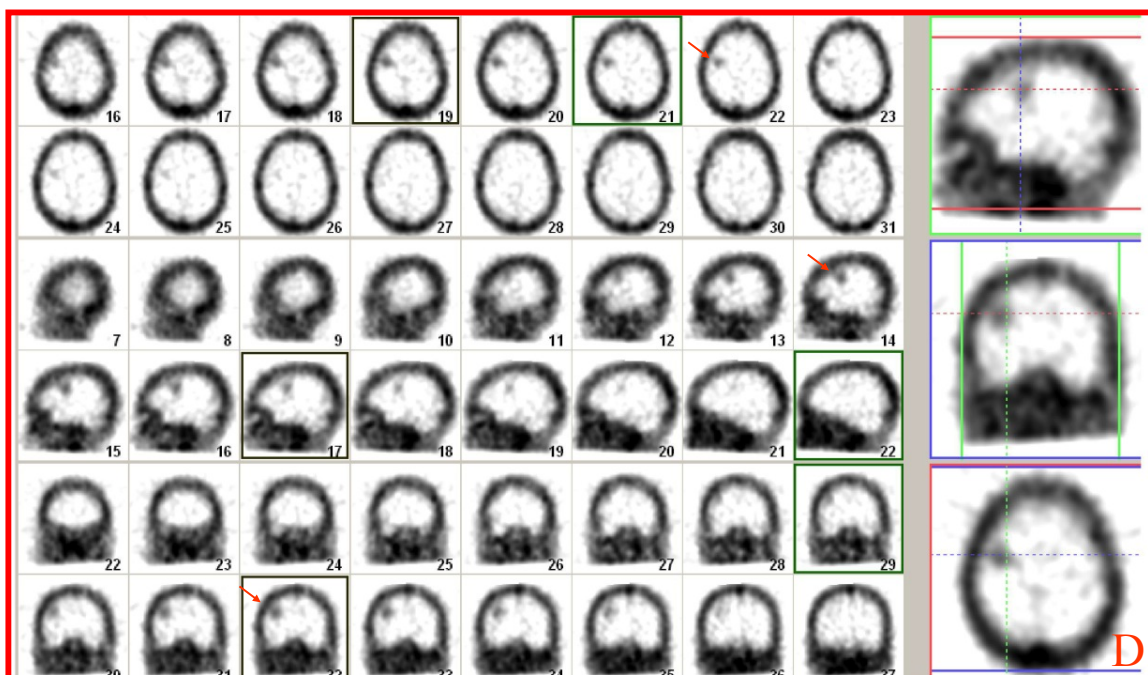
Paciente femenino de 66 años portadora de cáncer de mama izquierdo avanzado con metástasis encefálica. Imagen centellográfica con ^{99m}Tc -Glucurato en proyección de mama péndula derecha (A), AP (B) y mama péndula izquierda (C). En las mismas los círculos indican captación aumentada en la proyección de ambas glándulas mamarias así como una captación difusa en axila derecha. SPECT de cráneo (D) donde se visualiza metástasis encefálica frontoparietal derecha.
